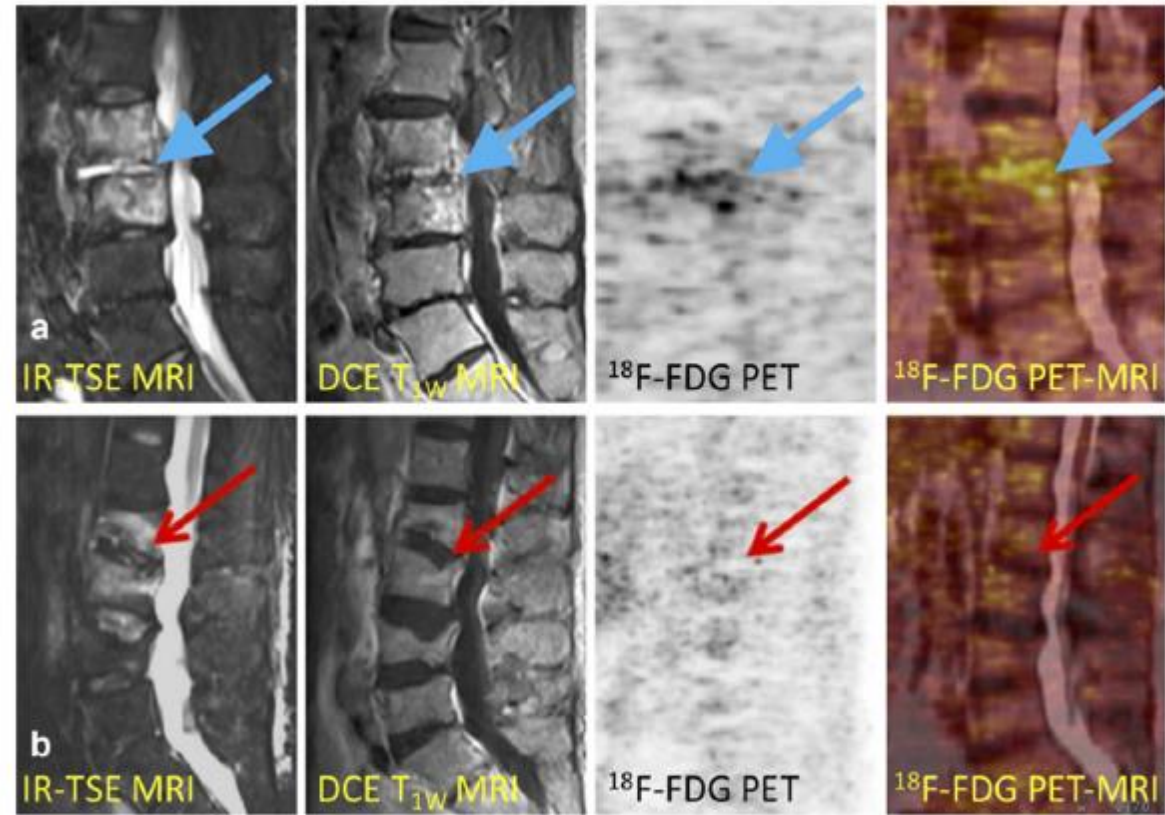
Simultaneous ^{18}F -FDG PET-MRI of a 71-year-old (a) and a 59-year-old (b) patient with suspected spondylodiskitis. In both cases, MRI was inconclusive with typical hyperintense signal alterations on IR-FSE and moderate (a) to poor (b) postcontrast signal on T1-weighted MRI. Fused ^{18}F -FDG PET-MRI images in case (a) showed increased uptake in the suspected discs (blue arrows) which signaled active inflammation and confirmed a diagnosis of spondylodiskitis, while the lack of elevated uptake (red arrows) in case (b) excluded active inflammation resulting in a diagnosis of no spondylodiskitis but post fracture changes. This research was originally published in JNM. Fahnert et al. Use of simultaneous ^{18}F -FDG PET/MRI for the detection of spondylodiskitis. J Nucl Med 2016;57:1396–1401.
